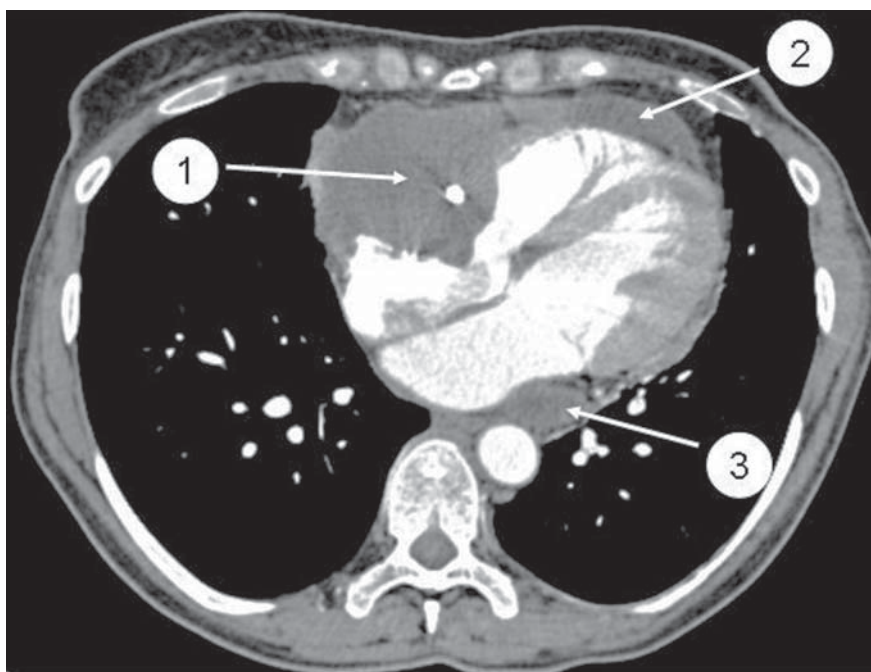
КТ-ангиография органов грудной клетки: 1 — опухоль правого предсердия; 2 — метастатическая опухоль перикарда; 3 — опухоль в области левой атриовентрикулярной борозды
